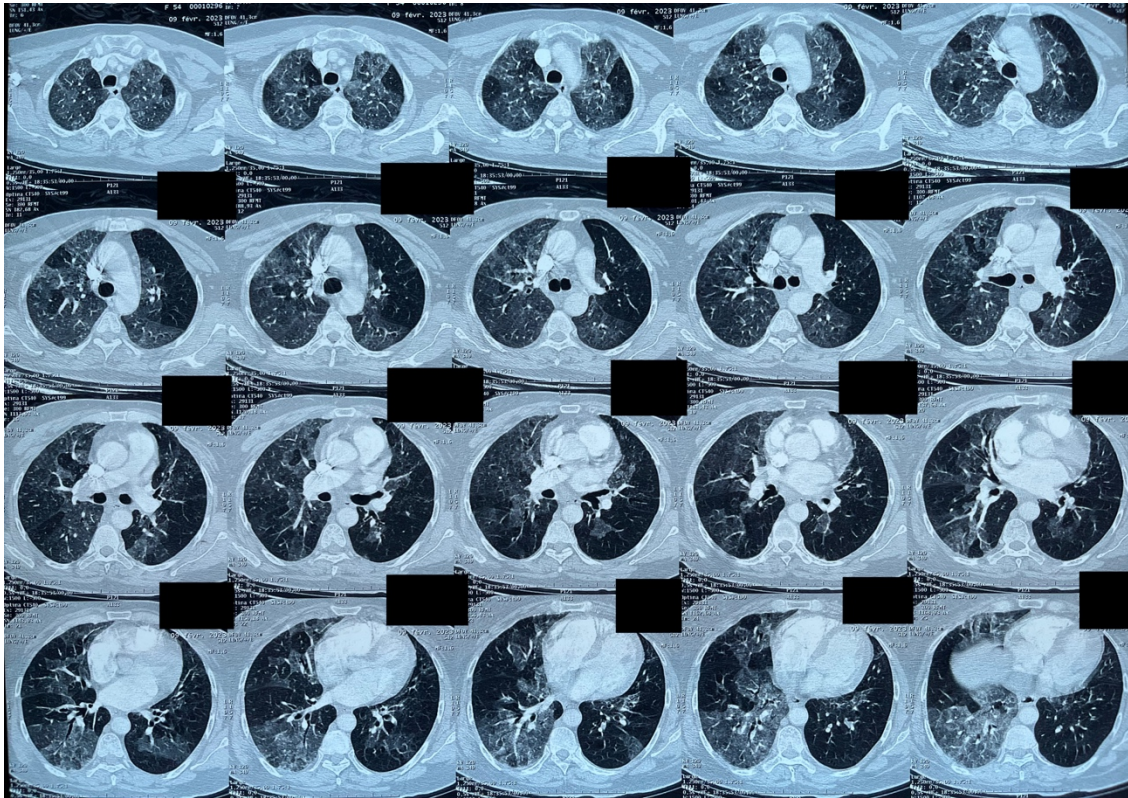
TDM du mois 2/2023
